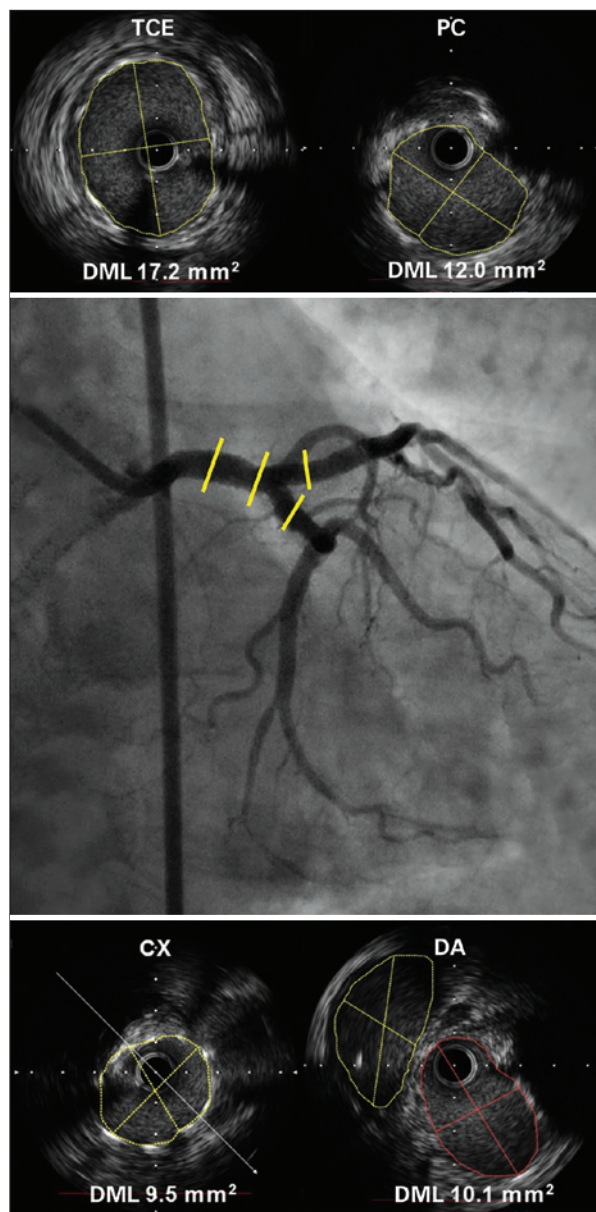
Otimização atingida e verificada por ultrassonografia intravascular por meio das áreas mínimas dos lúmens nas origem da descendente anterior (DA), da artéria circunflexa (CX), do polígono de confluência e corpo do tronco de coronária esquerda (TCE). DML = diâmetro mínimo do lúmen; PC = polígono de confluência.
